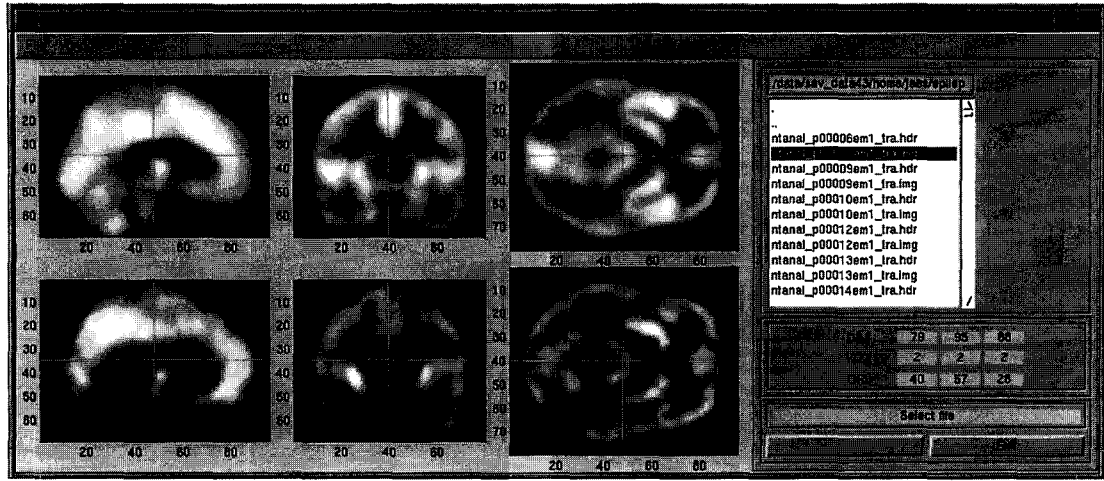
공간정규화 평가 프로그램 : 사용자가 공간정규화된 PET 영상과 표준지도의 원점을 지나는 동일한 세 방향 단층면을 동시에 보면서 정규화 결과의 적절성 여부를 판단하게 하였다
